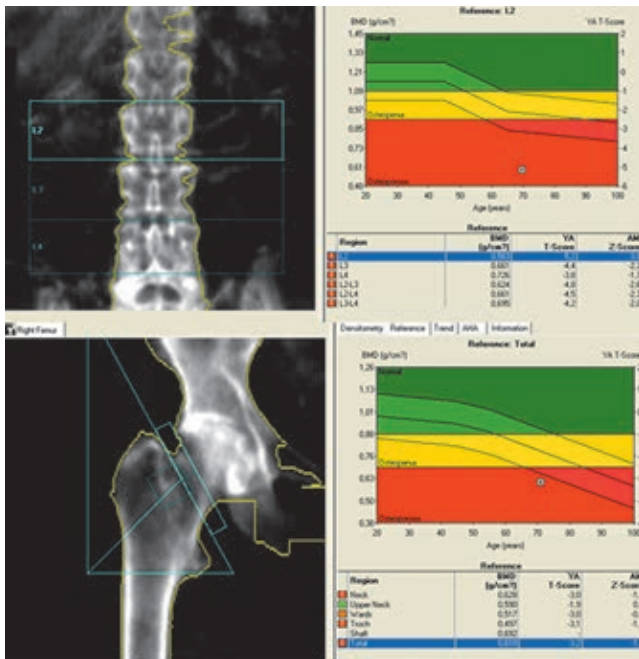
Двухэнергетическая рентгеновская абсорбциметрия поясничного отдела позвоночника и правого ТБС через 3 мес. после операции. Значительное снижение МПКТ
